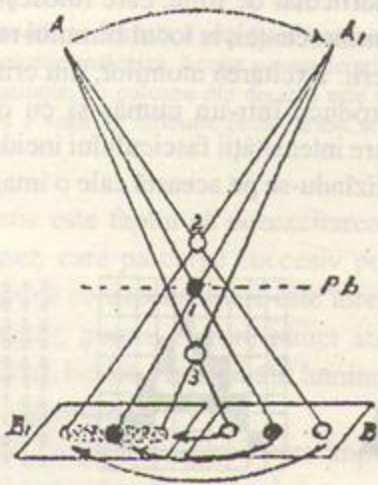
Principiul tomografiei "liniare". În timpul mișcării tubului din poziția A în A1, filmul se deplasează din poziția B în B1. Punctul I, situat în planul de basculă (Pb), se va proiecta permanent în același loc, în timp ce punctele situate în alte planuri își schimbă locul de proiecție, producînd o imagine ștersă.
